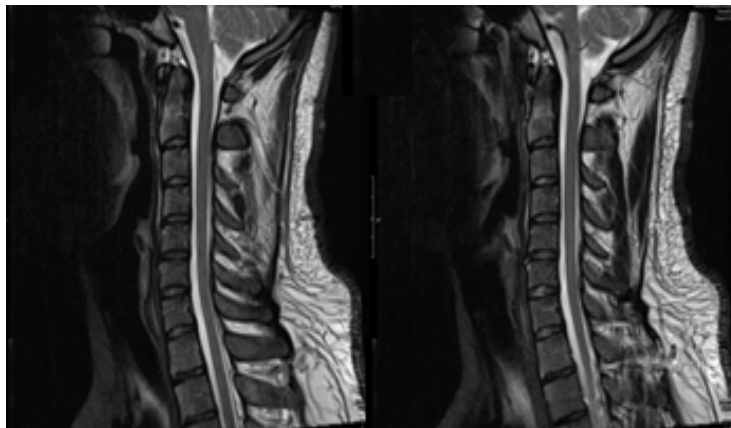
МРТ шейного отдела позвоночника, сагиттальные Т2 ВИ изображения, нейтральное положение
